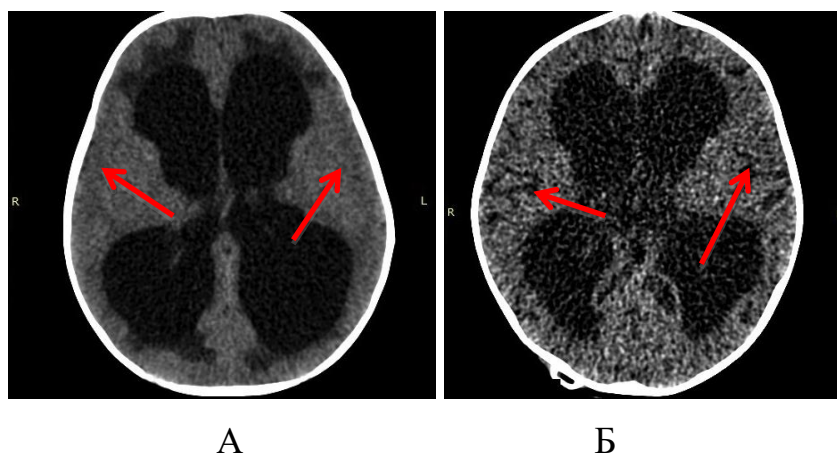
СКТ головного мозга. Наблюдение № 53, больная О., 7 мес., история болезни №2295-10. Д-з: Декомпенсированная гидроцефалия. Динамика субарахноидальных пространств (указано стрелками) до ликворошунтирующей операции (А) и после (Б)
